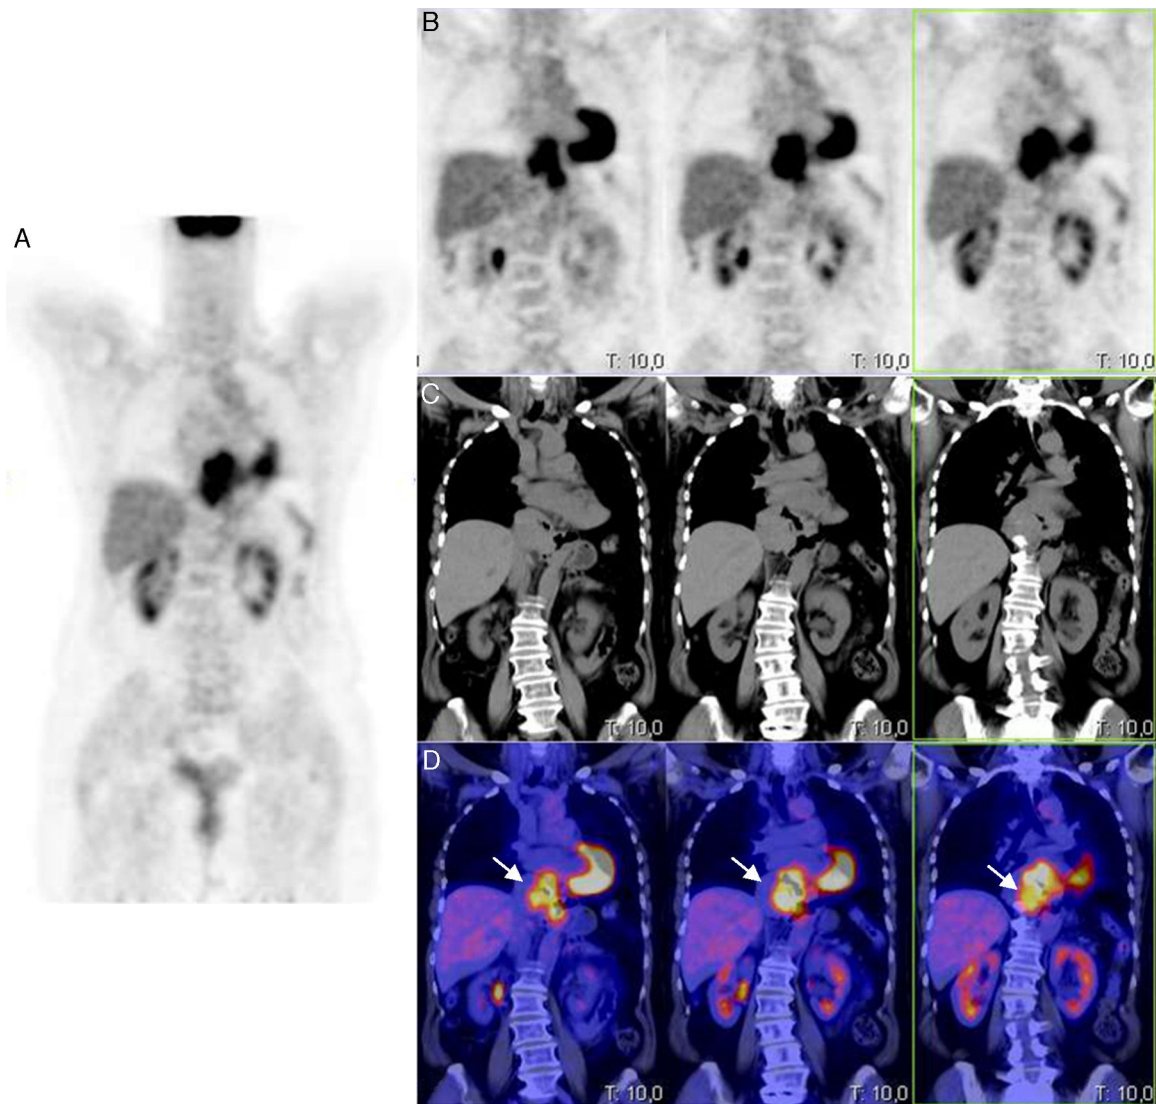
Imagen PET/TC con FDG, en proyecciones PET coronal (A y B), TC coronal (C) e imagen de superposición PET-TC (D), que muestra un incremento de la actividad metabólica en mediastino inferior, que afecta a todo el tercio inferior esofágico hasta la unión esófago-gástrica.
